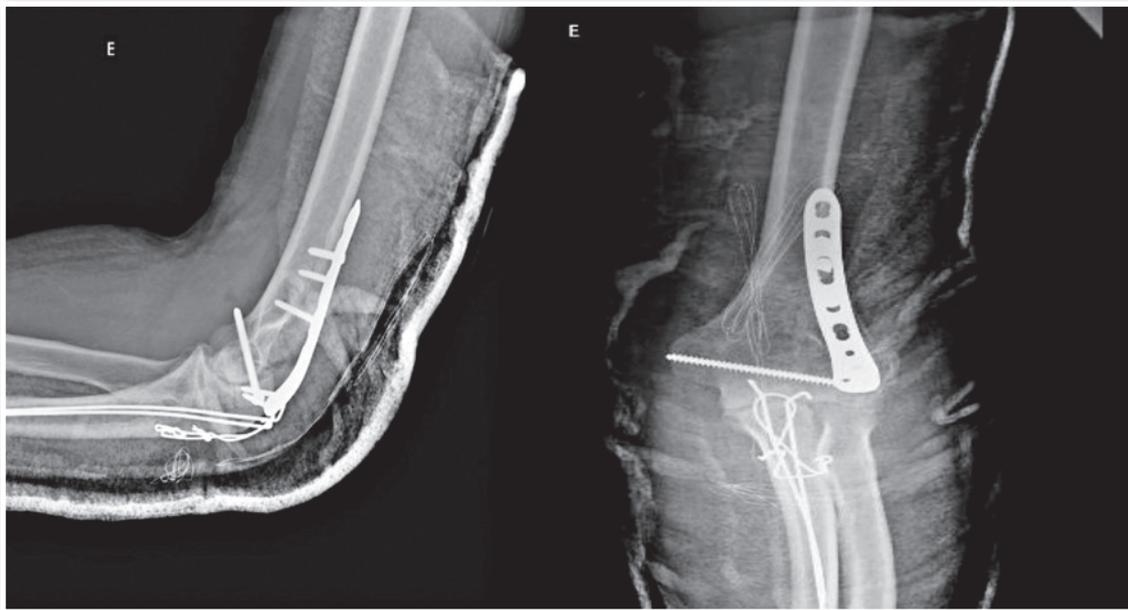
Radiografia pós-operatória nas incidências em AP e Perfil do cotovelo esquerdo com imobilização em tala gessada axilopalmar.
